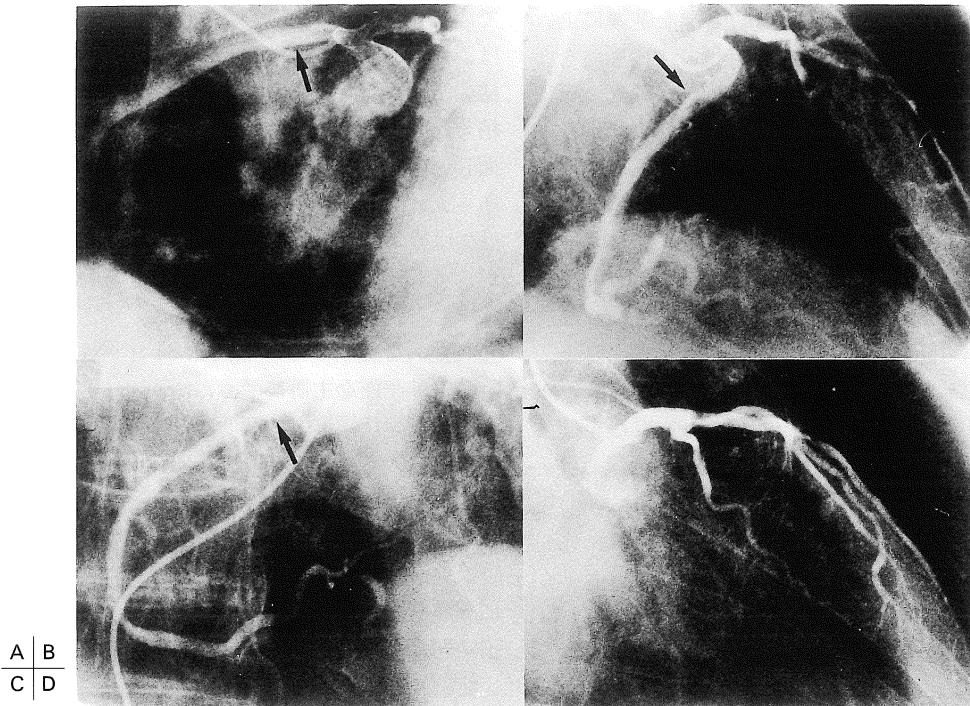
A shows LAO view by conventional x-ray coronary angiography and B shows RAO view. An RCA (arrow) anomalously originates from the LMCA. C and D show selectively engaged x-ray angiography of the RCA and LCA, respectively.
